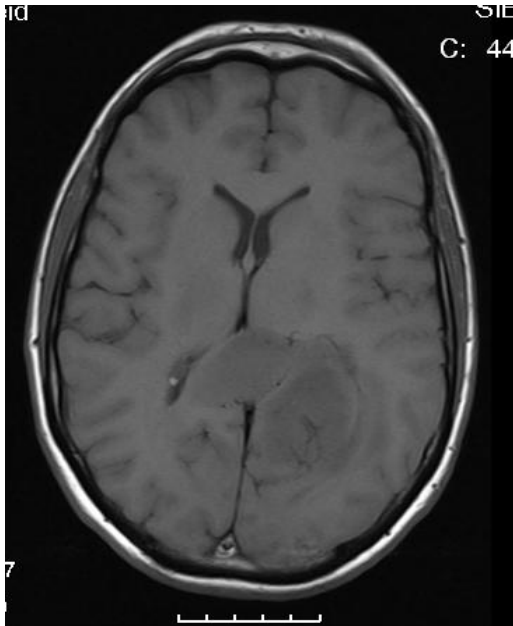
scharfe Tumorabgrenzung im MRT-T1 nativ
